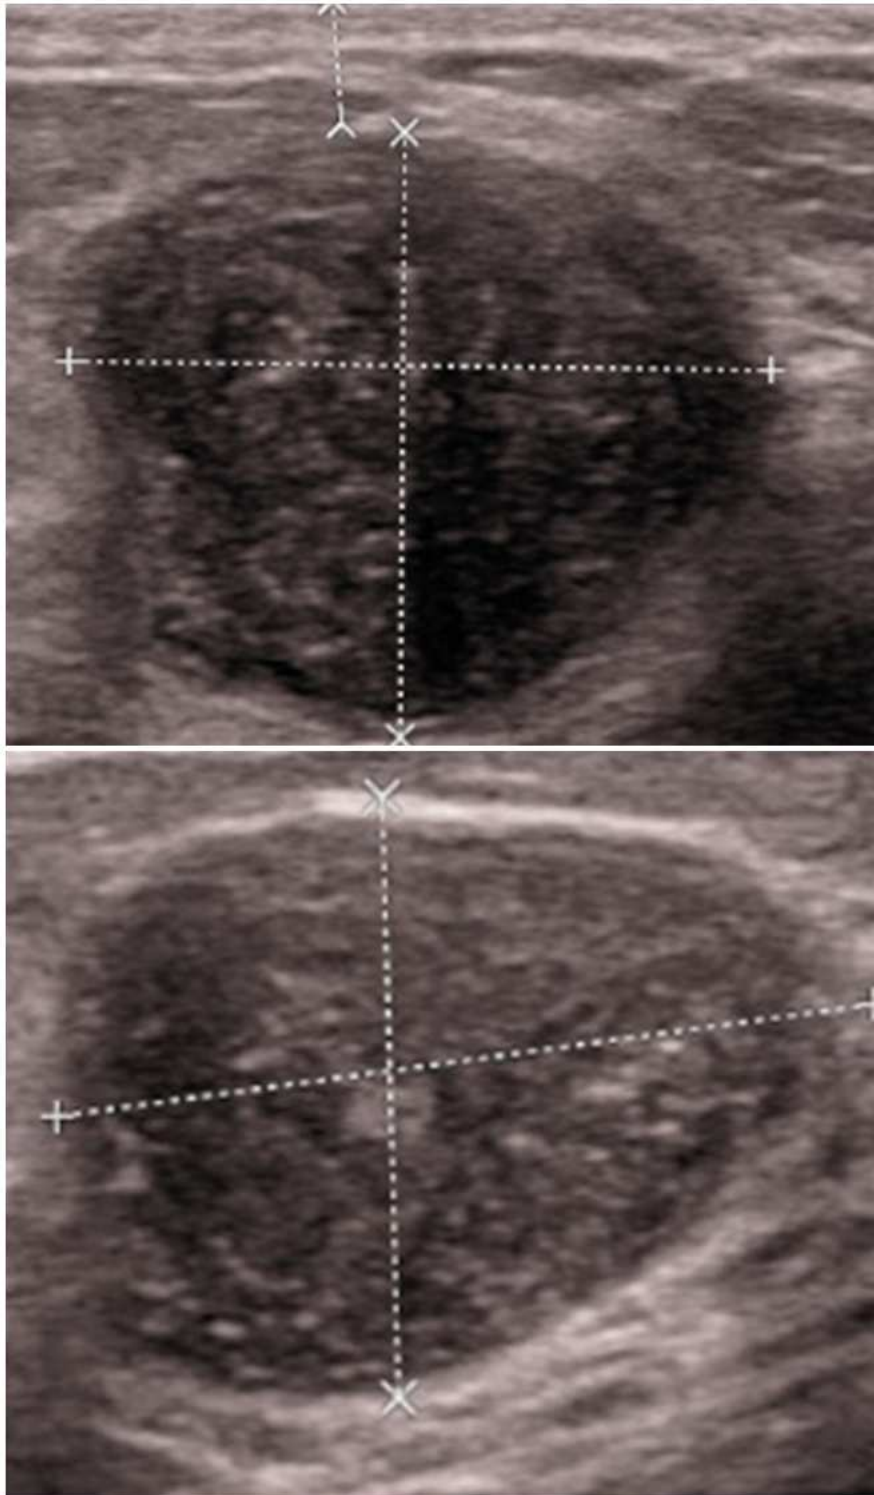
Échographie d'une tumeur phyllode bénigne. Masse de forme simple ovale, de contours circonscrits, d'échostructure hypoéchogène homogène
